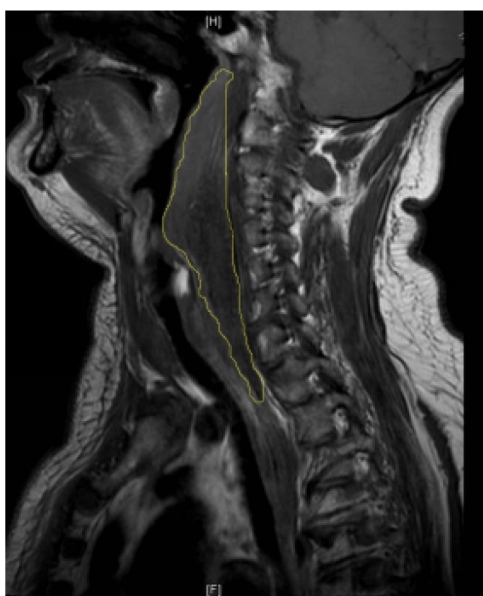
As imagens de ressonância magnética sagital revelaram um sinal irregular anormal estendendo-se da segunda vértebra cervical até o mediastino posterior.
